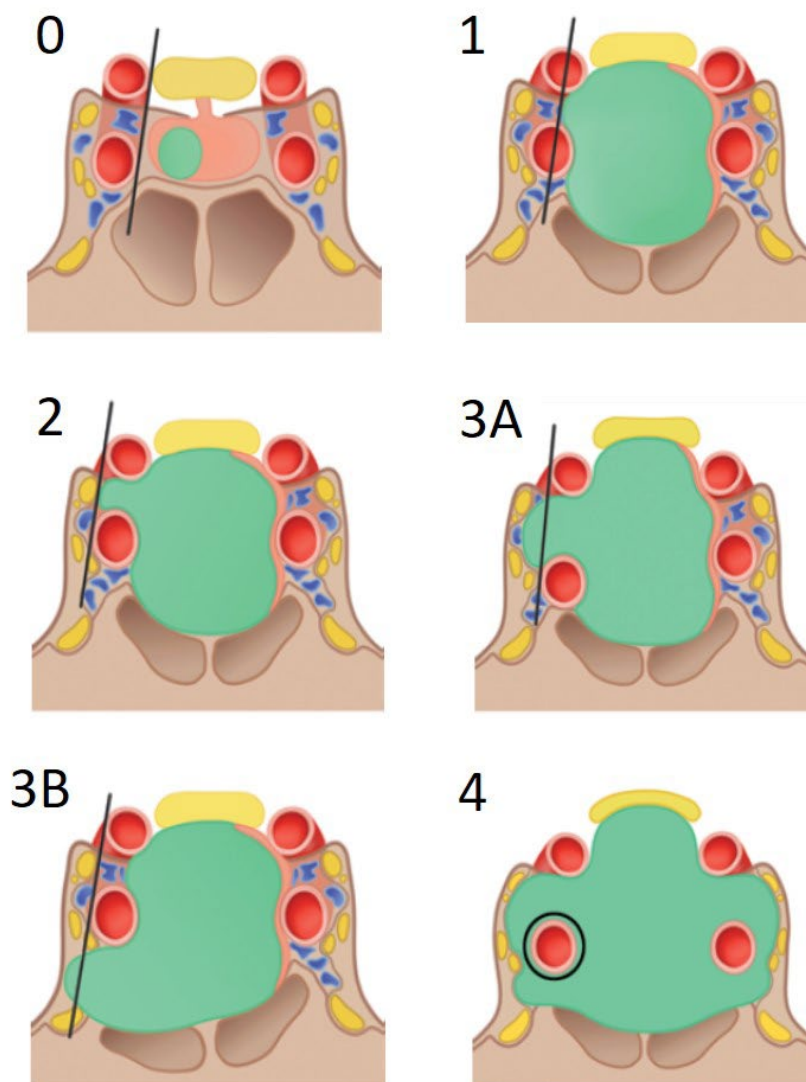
Clasificación de Knosp para el grado de invasión del seno cavernoso en RM. Imágenes de Micko y cols¹²².
